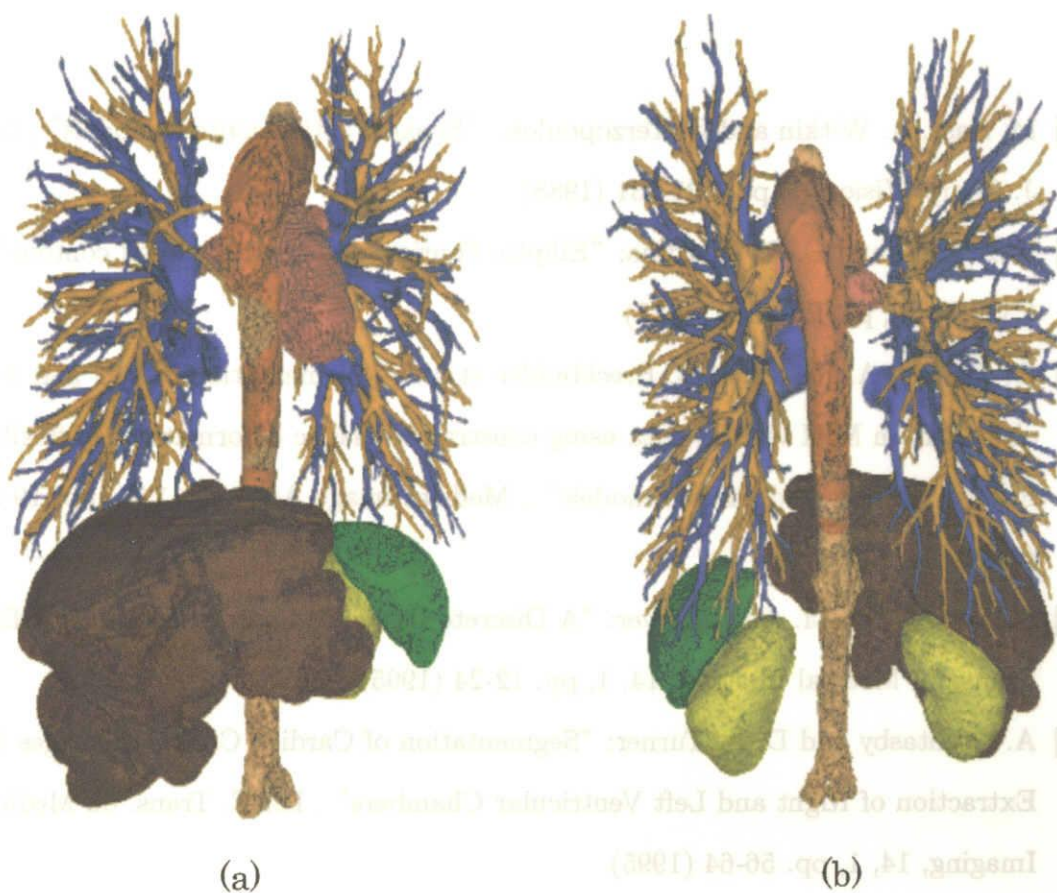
Examples of extraction results of main organs in chest and abdomen from a CT image. (Red and pale orange) aorta in chest and abdomen, (orange) pulmonary artery, (blue) pulmonary vein, (brown) liver, (green) spleen, (yellow) kidney. (a) the front view, (b) the back view.
